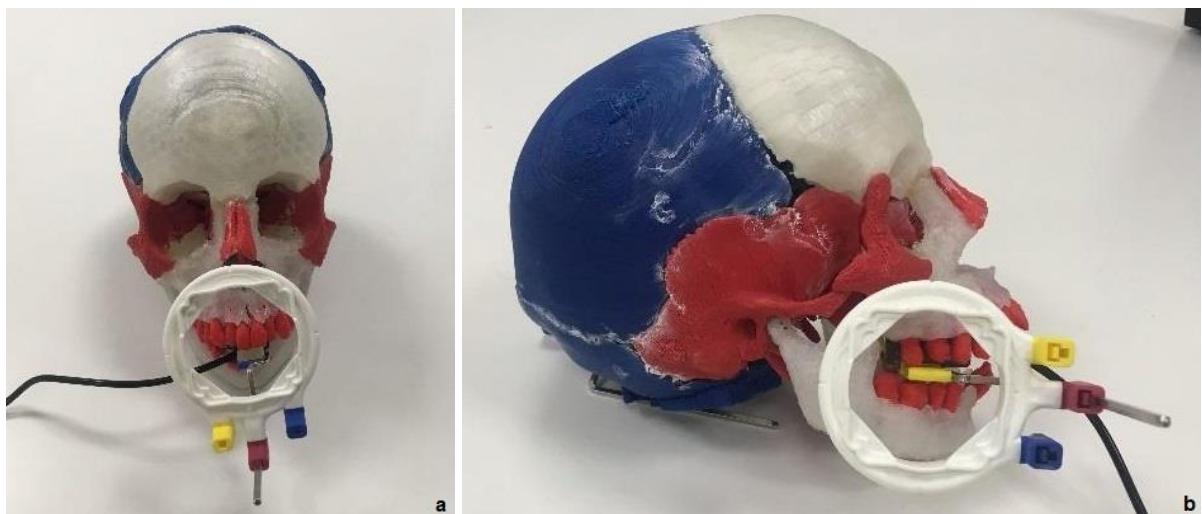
digital sensors positioned for intraoral radiographs. a) positioned for periapical radiographs of anterior maxillary teeth; b) positioned for bite-wing technique
